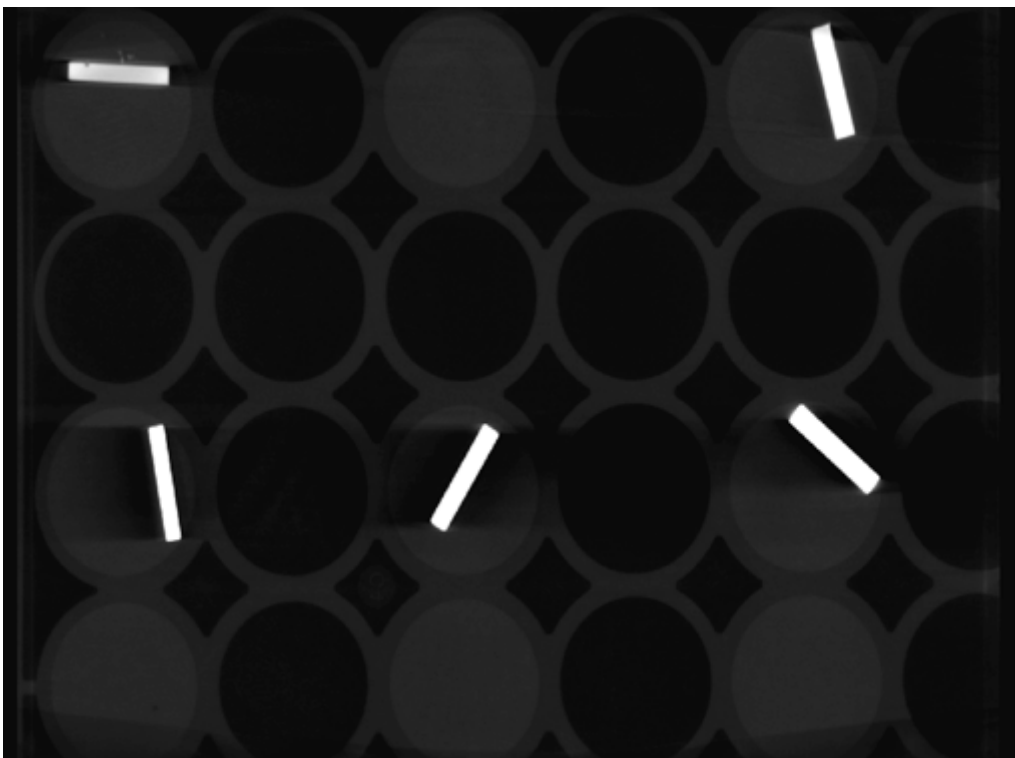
Vergleich der Störeffekte von Mg-Implantaten (oben) mit Ti-Implantaten (Mitte) und einem implantatfreiem Gel (unten) in einem μ CT-Schnittbild
